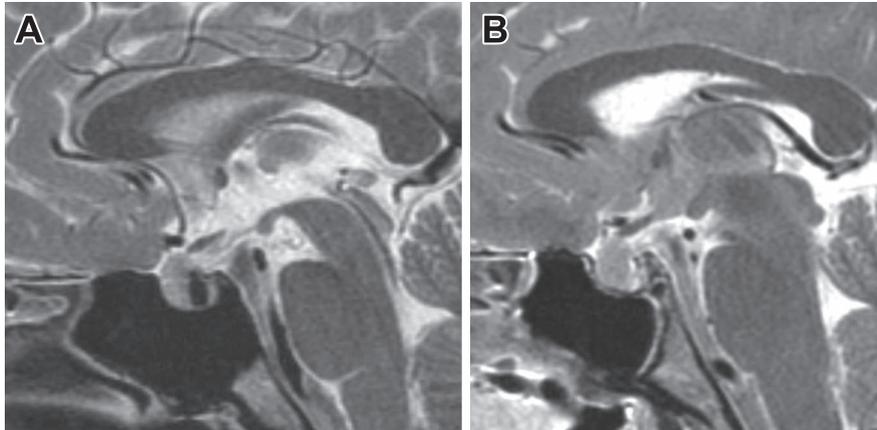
MRI findings before transsphenoidal pituitary surgery (A) and 7 days after surgery (B). A) T₂ weighted imaging (T₂WI) (Sagittal, 1.5 T; TR 4,000 ms, TE: 98.59 ms). Low intense lesions which were suggested Rathke's cleft cyst detected in pituitary gland. B) T₂WI (Sagittal, 1.5 T; TR: 4,000 ms, TE: 98.59 ms). After surgery, there were not new lesions around pituitary gland.
